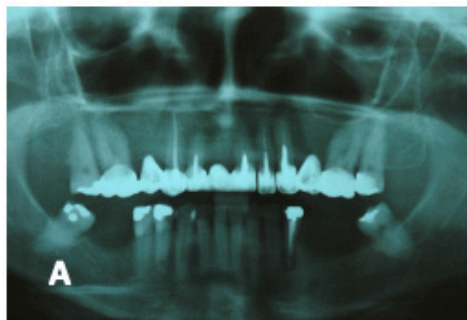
Radiografia panorâmica do caso inicial com comprometimento no dente 34 com presença de lesão endo-perio (A). Radiografia periapical confirmando a perda óssea acentuada (B). Observa-se mobilidade grau 3 e recessão gengival. Foi indicado exodontia (C). Realizou-se incisão na região da crista alveolar seguida de sindesmotomia e ultrassom piezoelétrico com ponta EX2 na crista mesial (D). Radiografia periapical após exodontia. Observa-se preservação das paredes ósseas dos alvéolos (E). Instalação dos implantes com uso de biomaterial para favorecer a cicatrização (F).
